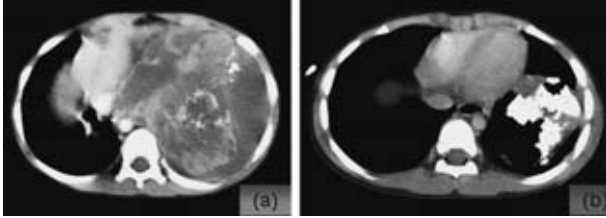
胸部造影CT: (a) 入院時. 左肺の腫瘍は薄い皮膜を有し, 腫瘍内部は不均一に造影される. 粗大な石灰化がみられる. (b) 化学療法・放射線治療後. 腫瘍は縮小し, 石灰化を伴う領域が主体となっていた.
